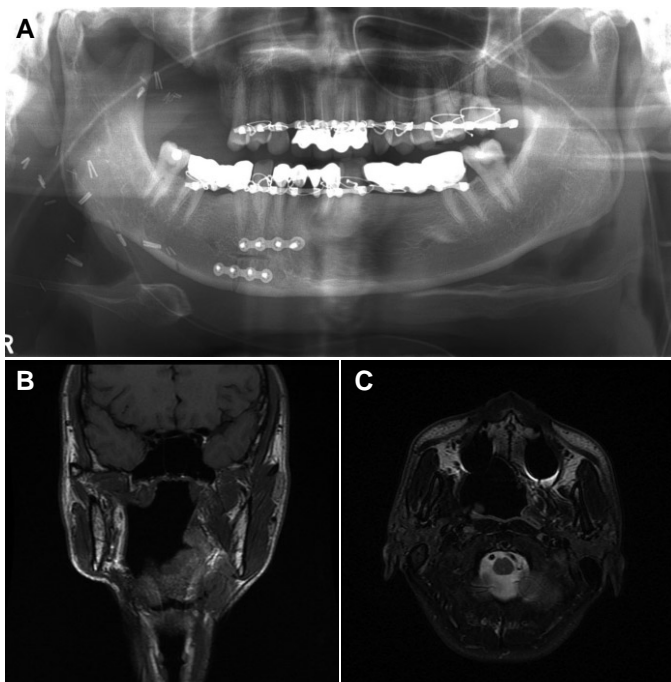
(A) Post-surgical panoramic radiograph, (B, C) Post-surgical CT images.
